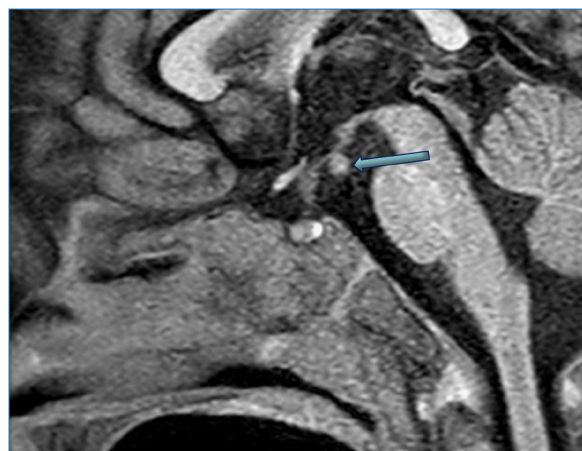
Resonancia magnética cerebral centrada en la región selar en la que se identifica (flecha) un hamartoma del tuber cinereum en un niño de 1 año de edad con pubertad precoz.
